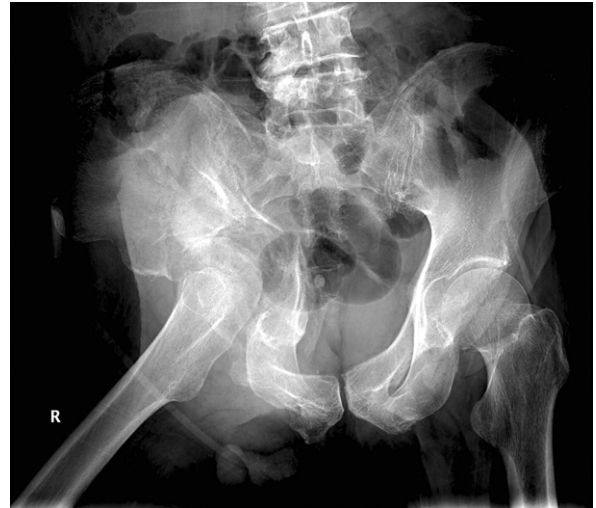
The 6 months follow up Pelvis AP radiograph shows that acetabular fracture doesn't have union and femoral head migrates medially.
